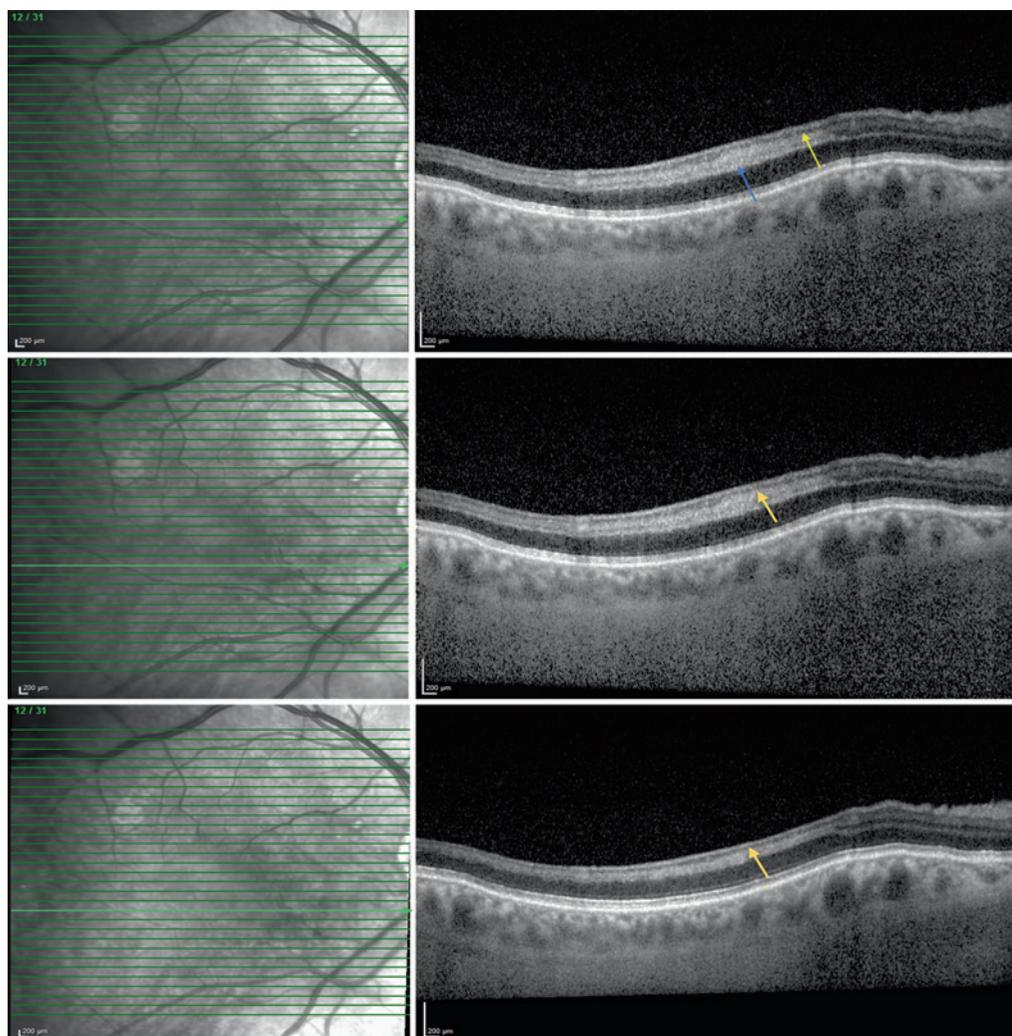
Случай неполной окклюзии ветви центральной артерии сетчатки. На В-сканах, полученных в результате оптической когерентной томографии, на уровне окклюзии заметно повышение оптической плотности внутреннего ядерного слоя
